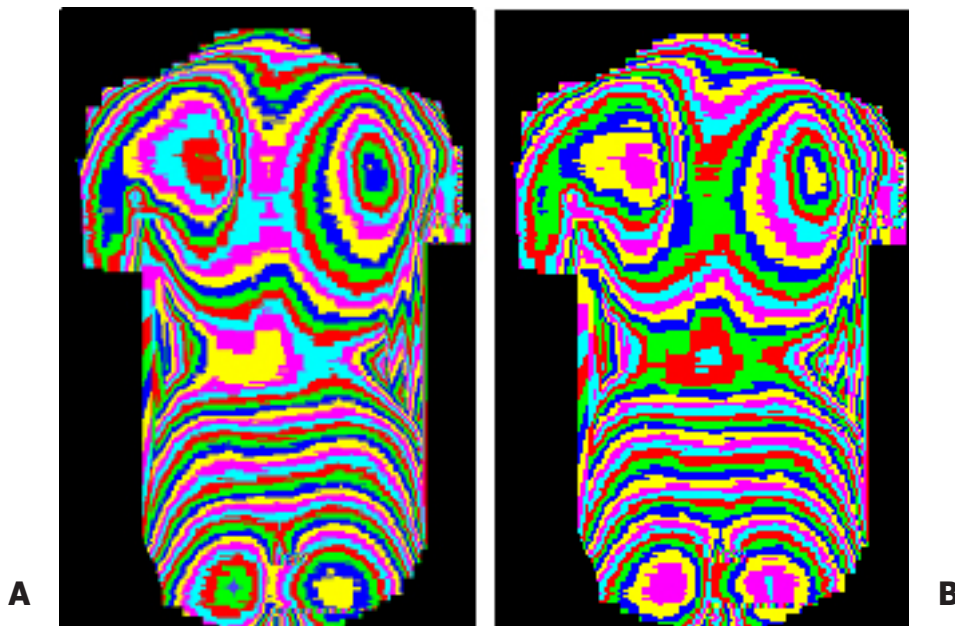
Corrección del posicionamiento del sujeto. A: Topografía inicial. B: Topografía tras la corrección efectuada por el programa Punto CT.
